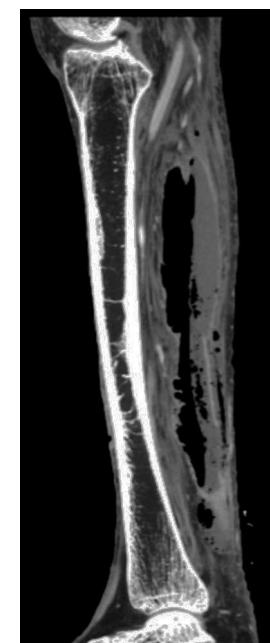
Tomografía computarizada de la extremidad afectada.
